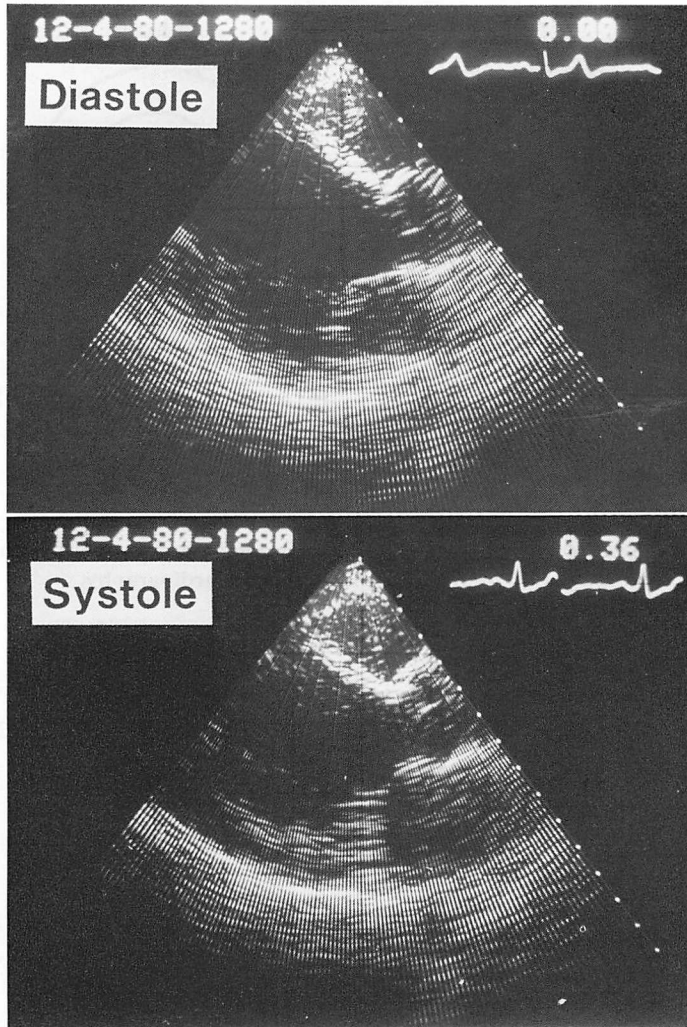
Long-axis view of two-dimensional echocardiograms of a case with extensive anterior infarction.
